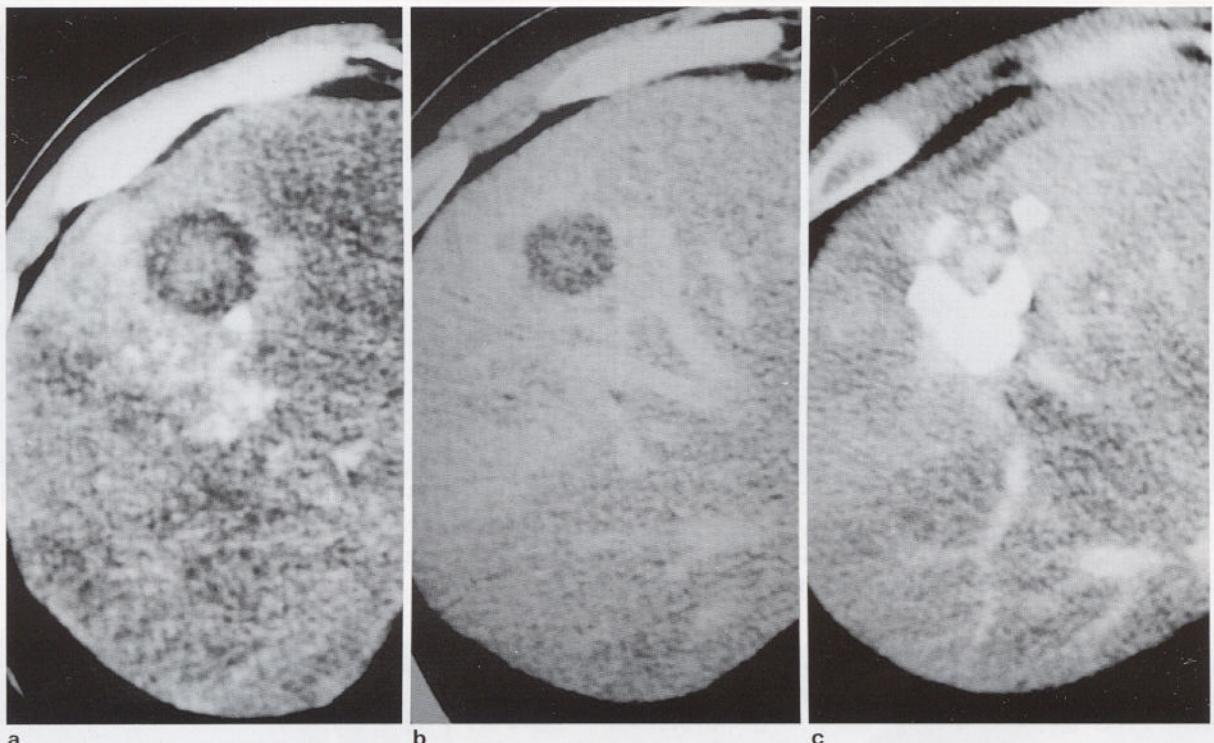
a. Post combined therapy of HCC by TAE following PEIT. A small lipiodol uptaken nodule is noted on the periphery of the necrotic HCC mass which reveals incomplete tumor necrosis by PEIT. b. Control CT after 12 months. The peripheral area of previous treated HCC shows abnormal enhancement, suggesting tumor recurrence. c. After re-TAE of the mass, the peripheral abnormal enhanced nodules are uptaken by lipiodol.
